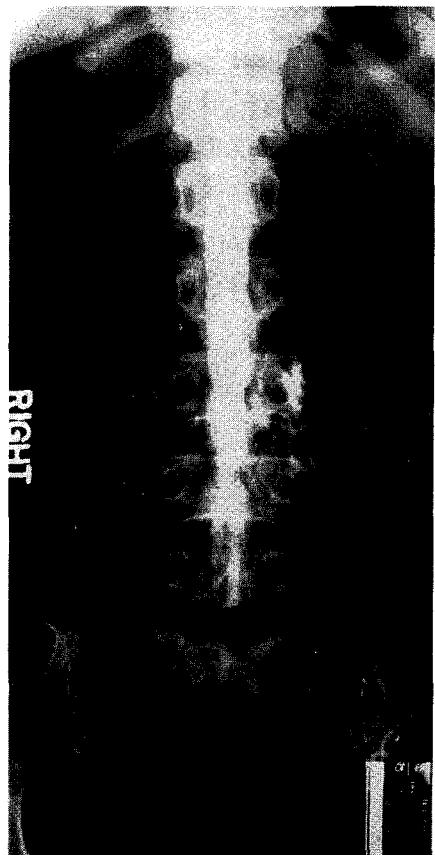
Antero-posterior radiograph of thoracolumbar spine, showing an epidural spread of contrast.
